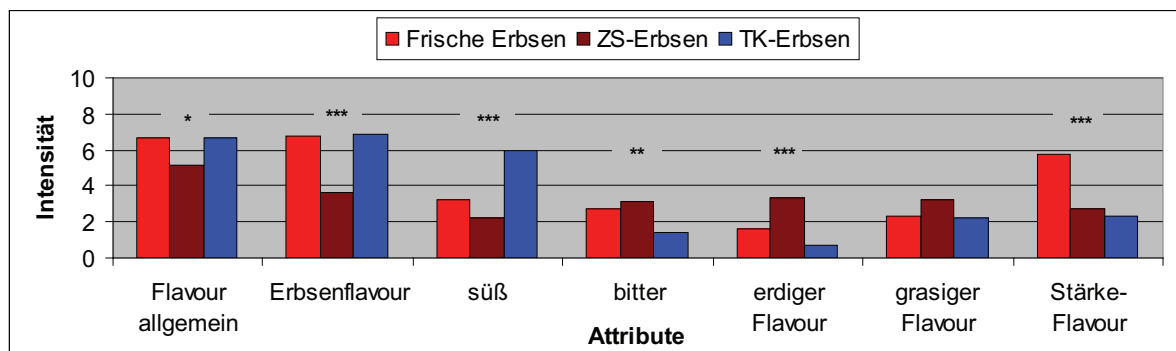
Flavour- und Geschmacksattribute von Frischen Erbsen, ZS-Erbsen und TK-Erbsen im Vergleich. \* =  $p < 0.05$ , \*\* =  $p < 0.01$ , \*\*\* =  $p < 0.001$
